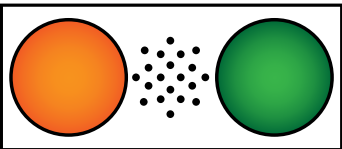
インジケーターボックス：X線照射中インジケーター（左）とX線照射可能インジケーター（右）
